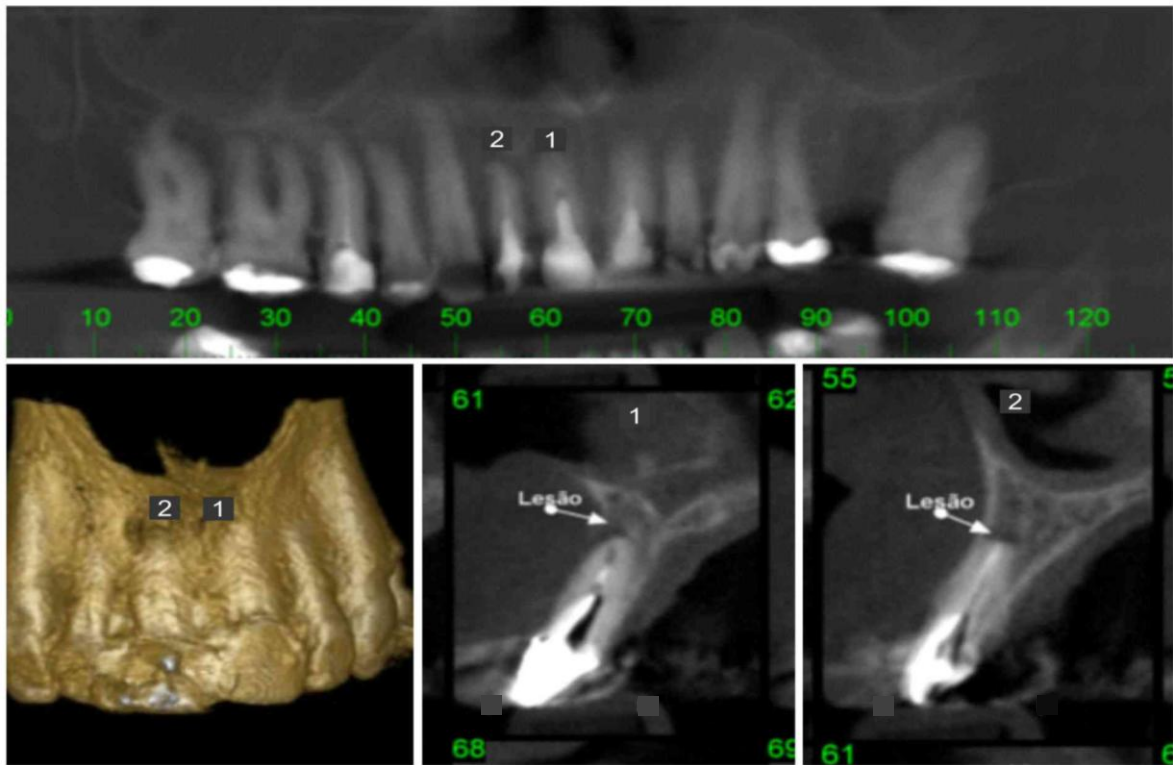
Tomografia Inicial: dentes 1 e 2 apresentando feridas perirradiculares persistentes.
